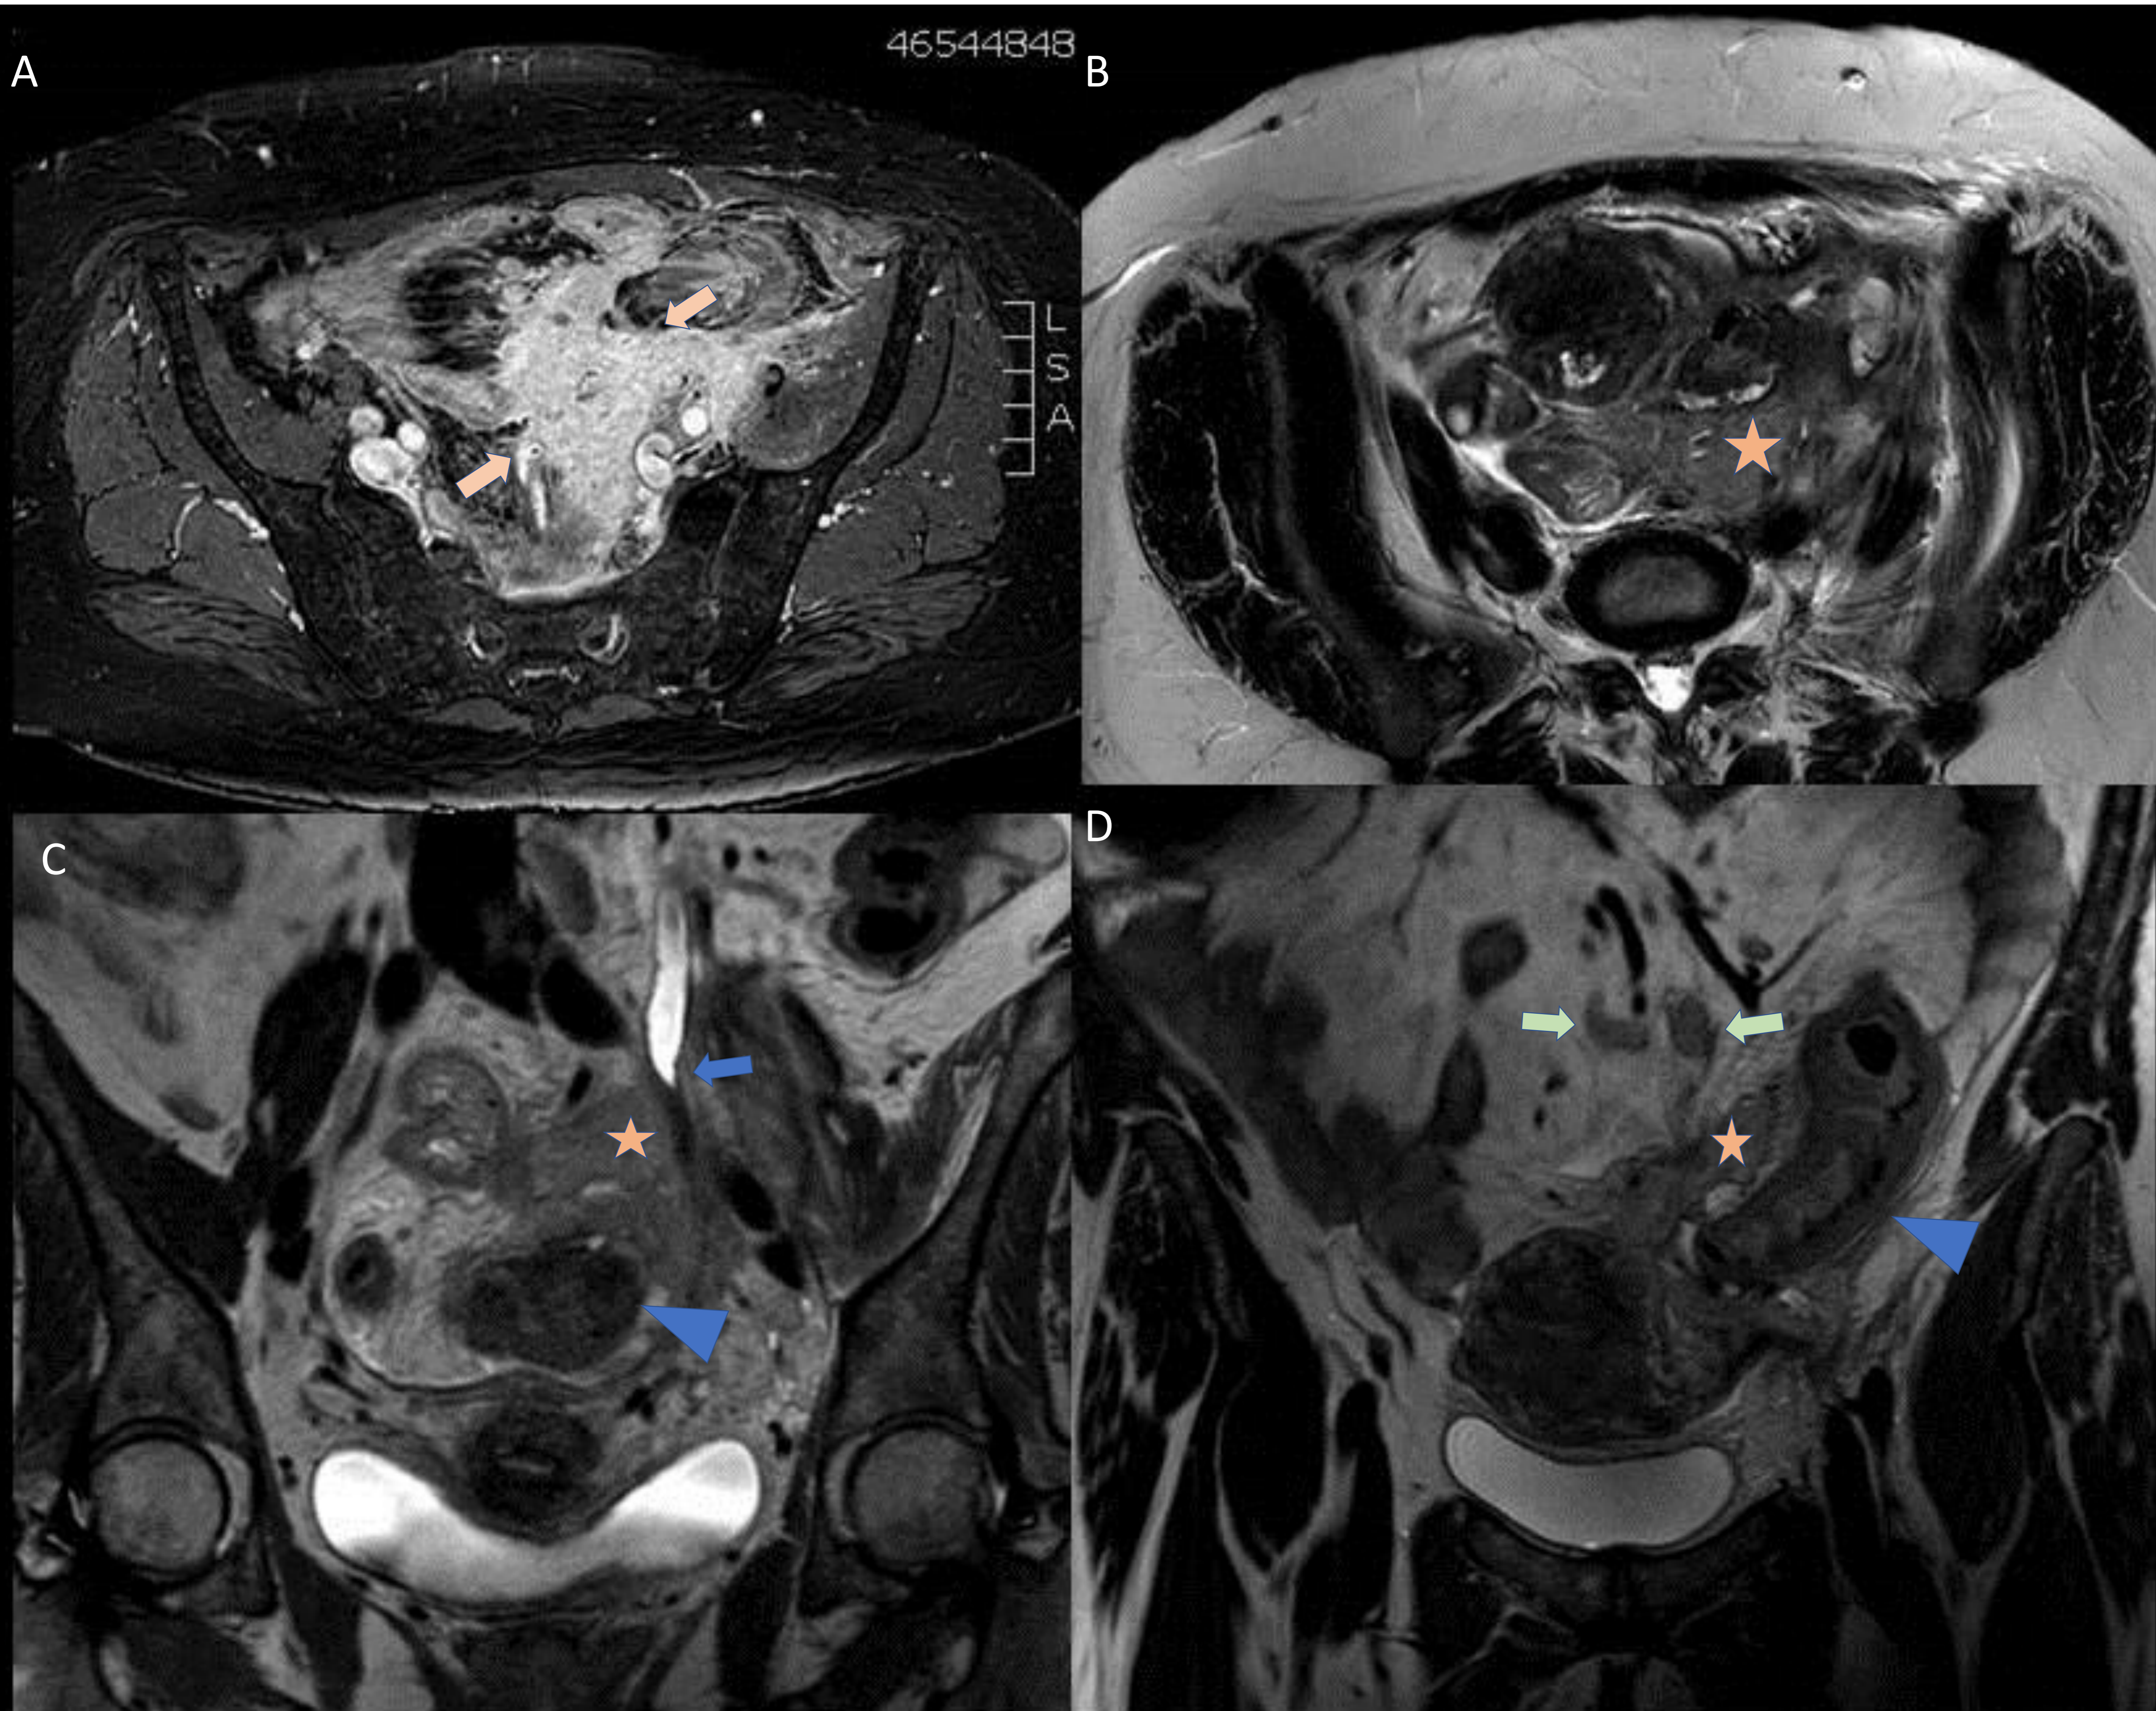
RM pélvica de la misma paciente. Secuencias axiales y coronales sin y tras CIV. A. axial T1 + CIV. Masa infiltrativa en FII con intenso realce, contornos espiculados \rightarrow , que condiciona retracción de asas en vecindad por su componente fibrótico y atrapamiento del uréter izquierdo en la imagen C \rightarrow . B, C y D. Secuencias T2 donde presenta señal intermedia-baja, debido al componente fibrótico (\star). Engrosamiento parietal del sigma en C y D \blacktriangle y prominentes adenopatías en la imagen D \rightarrow (hallazgo poco frecuente en la actinomicosis).
